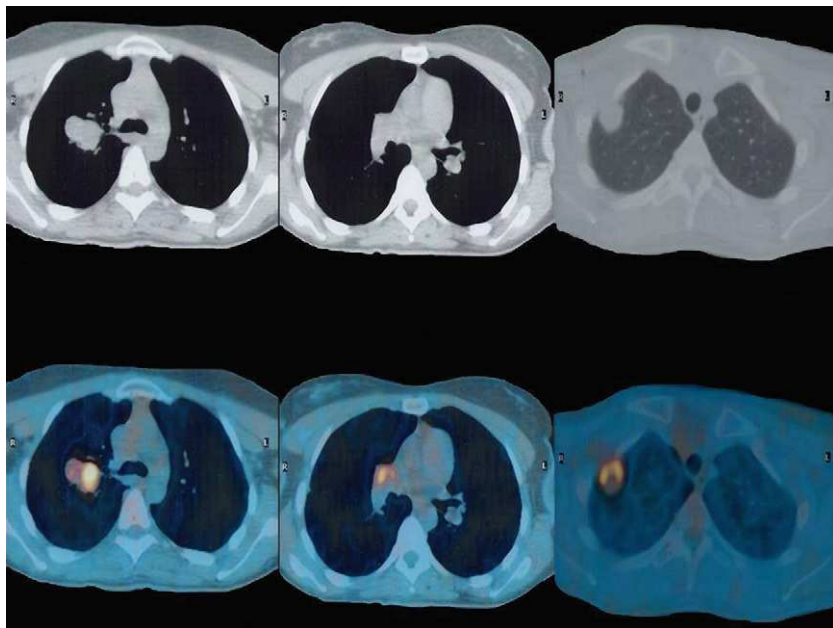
Tomografía por emisión de positrones-tomografía computarizada que muestran las lesiones pulmonares.
